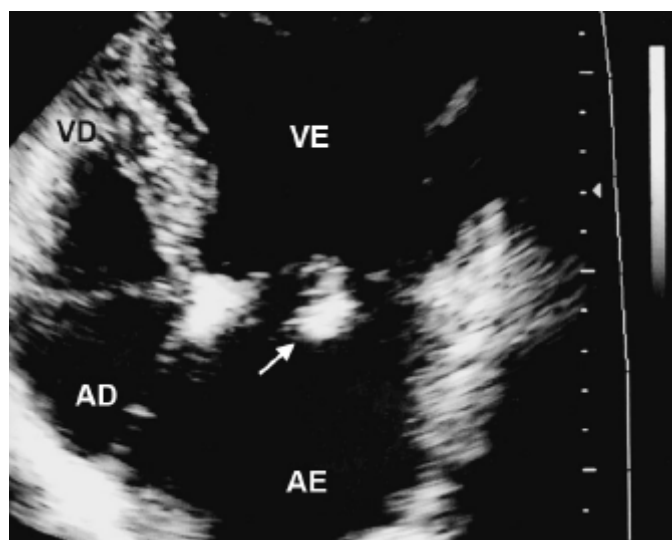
Imagem típica de vegetação endocárdica em valva mitral (seta), aderida à face atrial dos folhetos, detectada à ecocardiografia transtorácica no corte apical 4-câmaras. AE = átrio esquerdo; AD = átrio direito; VE = ventrículo esquerdo; VD = ventrículo direito.
